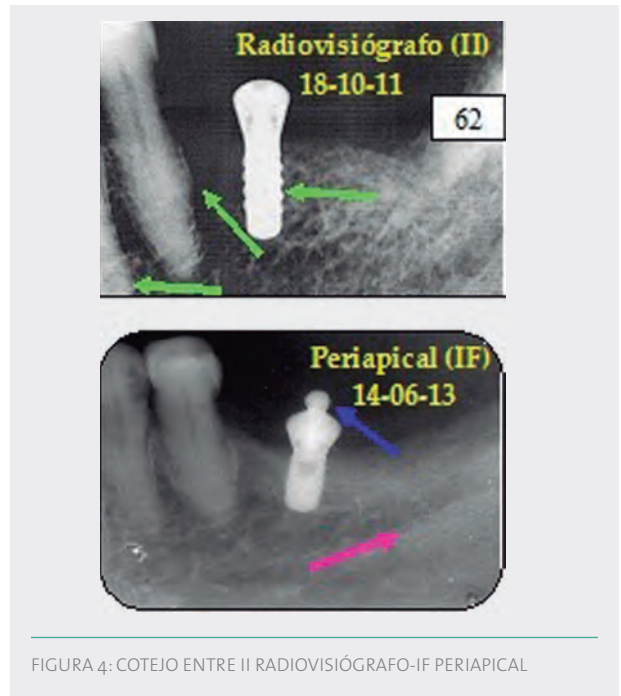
COTEJO ENTRE II RADIOVISIÓGRAFO-IF PERIAPICAL
